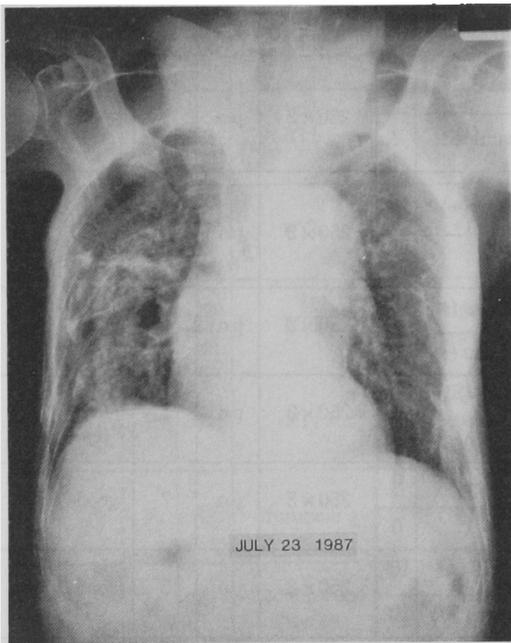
Roentgenogram of Case 2 (before treatment). Chest X-ray taken on July 23 shows infiltrative shadows in the right middle, lower lung fields.
